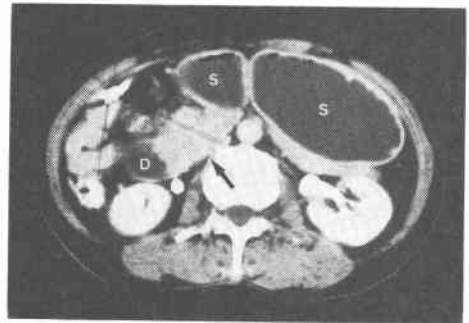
CT像：胃(S)および十二指腸下行脚(D)は拡張し、膵鉤状突起から十二指腸水平脚には腫瘤様の高吸収域（矢印）を認める。
